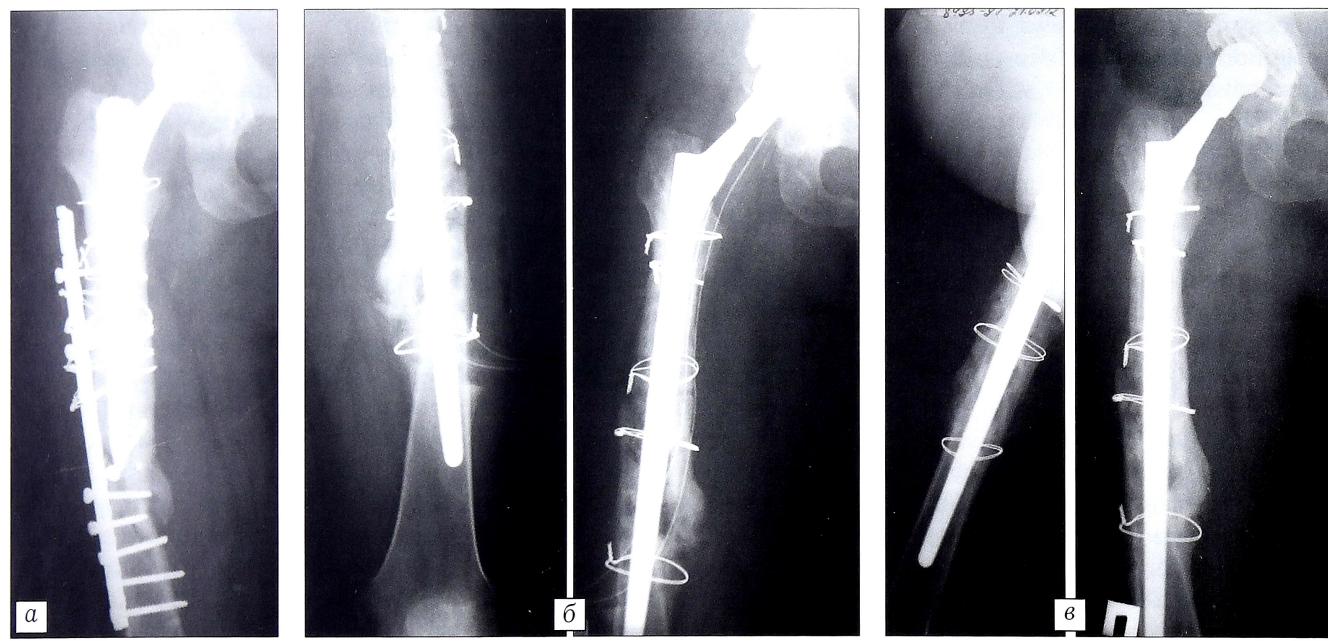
Рентгенограммы больной С. 41 года с диагнозом: несросшийся перипротезный перелом правой бедренной кости типа В3, состояние после остеосинтеза.
